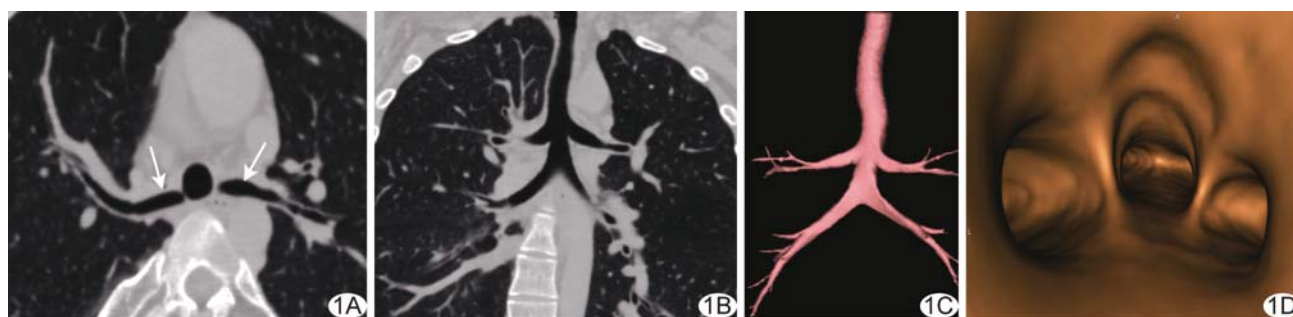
双侧气管性支气管 A. 轴位 CT 图像(箭示分叉); B. MPR 图; C. VR 图; D. 仿真内镜图
